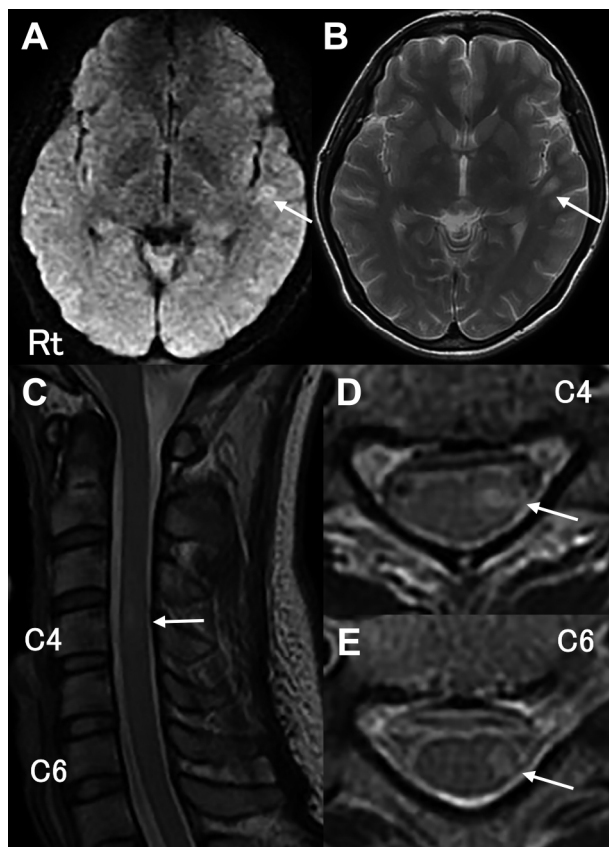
Brain and spine MRI findings at the age of 38.
